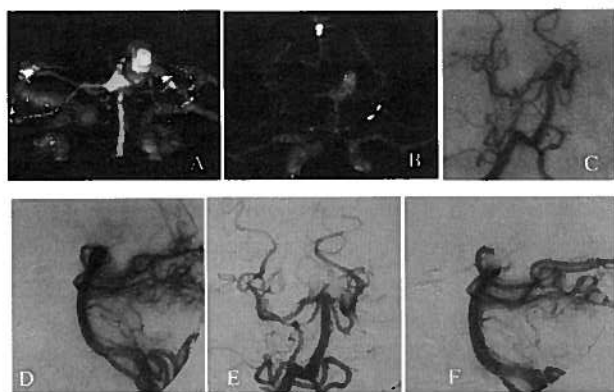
Angio-TC SSD (A) e MIP (B) demonstrando a morfologia de 2 aneurismas saculares na porção distal da artéria basilar e carótico-oftálmico. Angiograma da artéria vertebral direita em incidência oblíqua (C) e perfil (D) mostrando aneurisma da origem da artéria cerebelosa superior esquerda. Angiograma da artéria vertebral direita após embolização (E e F) demonstrando exclusão do aneurisma.
